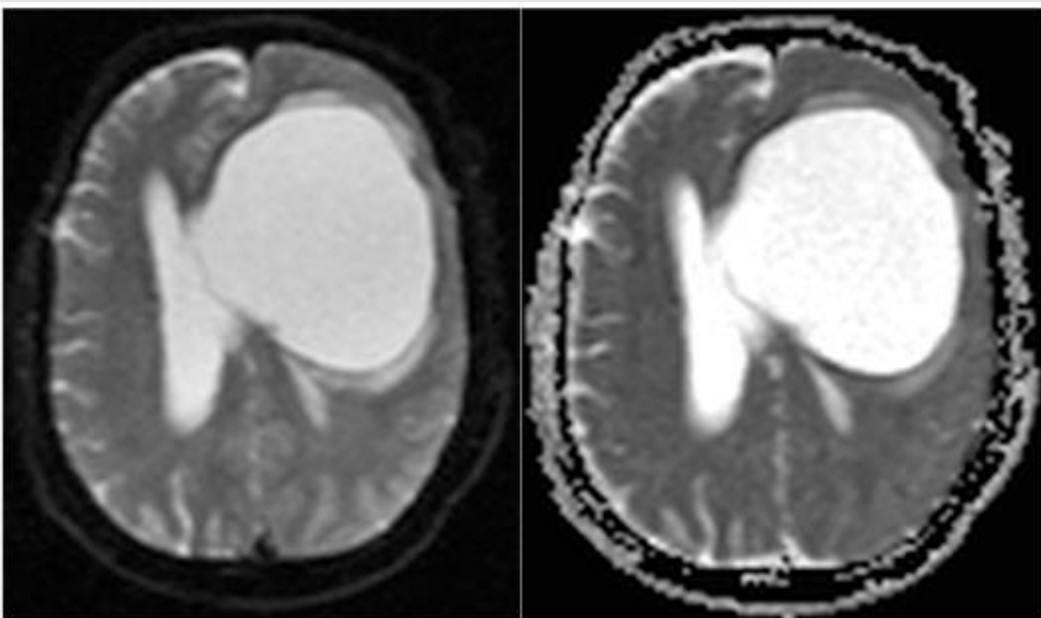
RM craneal, en las secuencias de Difusión (DWI) y ADC, la lesión quística presenta difusión facilitada.
